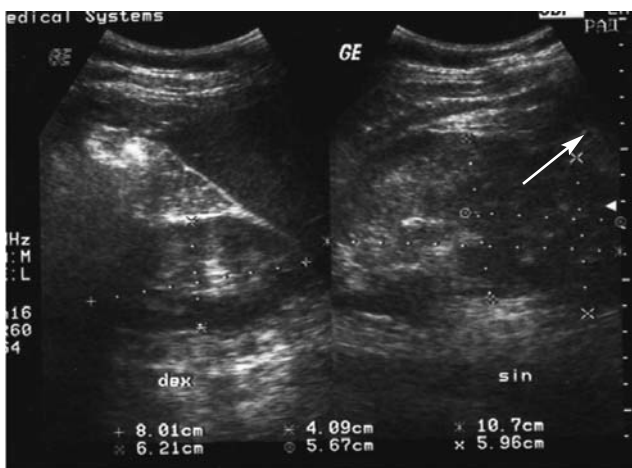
При УЗИ органов брюшной полости обнаружена опухоль левой почки (показано стрелкой)
